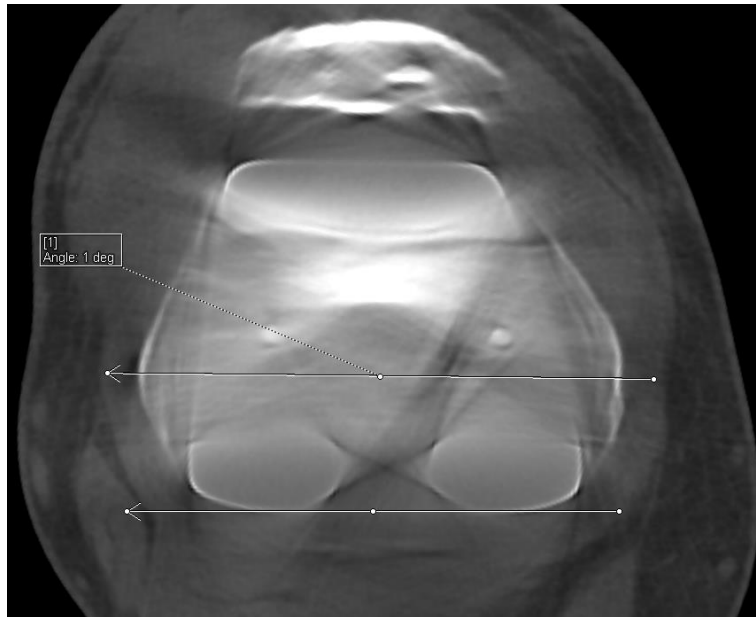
Mesure de la rotation de l'implant fémoral (CBCT) (CHRU de Lille)
